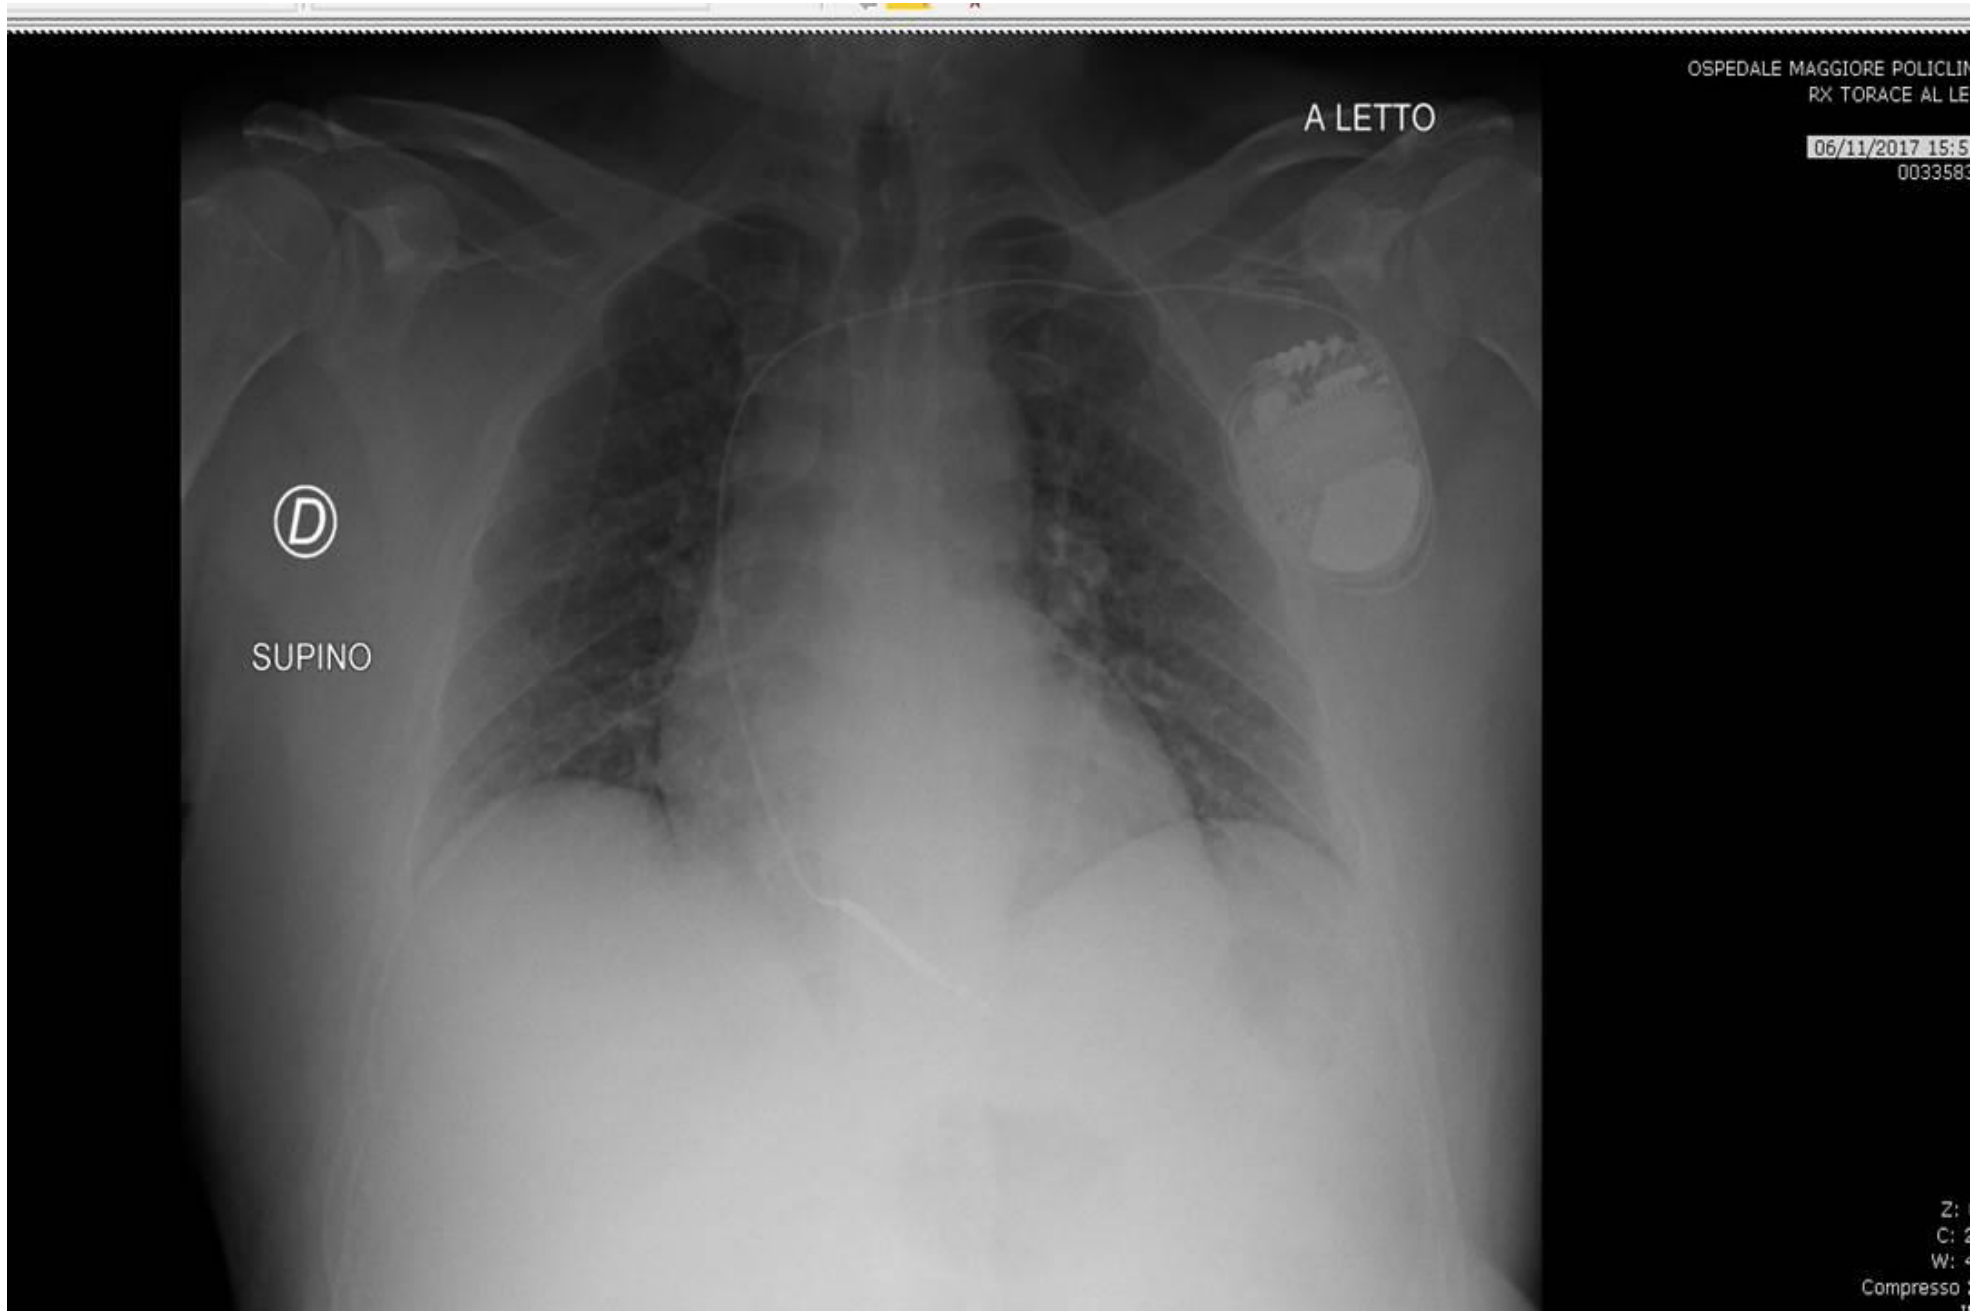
Radiografia del torace all'atto dell'impianto del defibrillatore.
